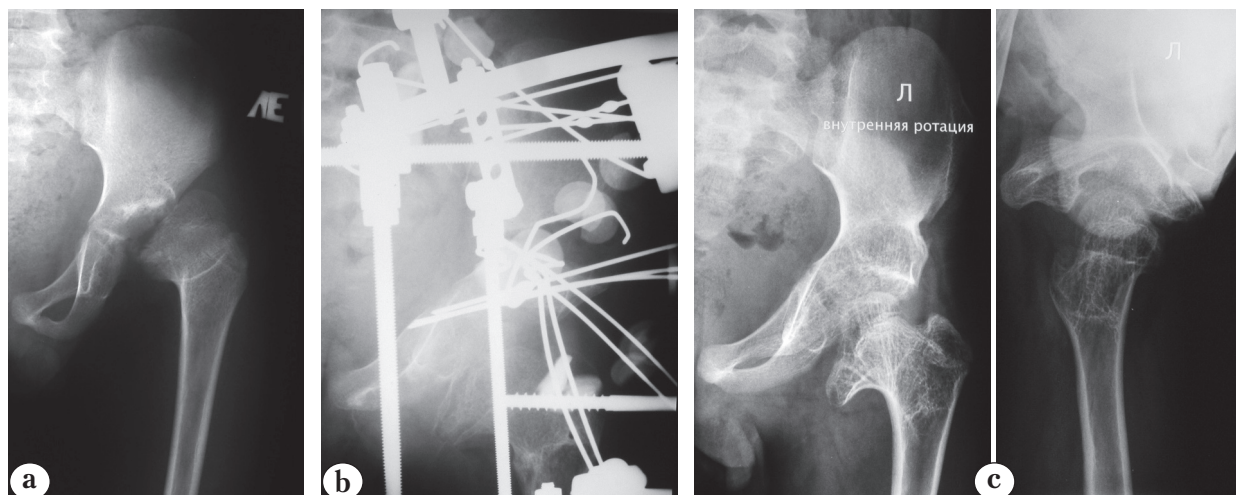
Рентгенограммы тазобедренного сустава пациента 7 лет с последствиями септического коксита (тип Ib сустава):
